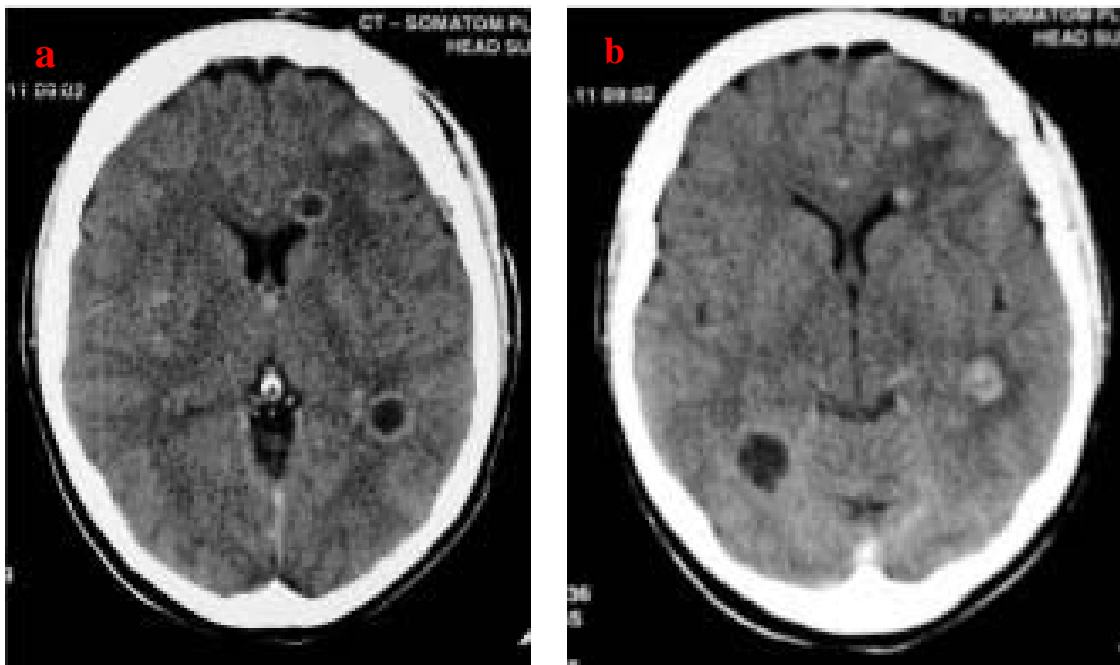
TDM cérébrale en coupe axiale après injection de produit de contraste objectivant de multiples tuberculomes disséminés dans le parenchyme cérébral dont certains sont hypodenses avec un rehaussement en couronne (a) et d'autres avec un rehaussement nodulaire (b)
